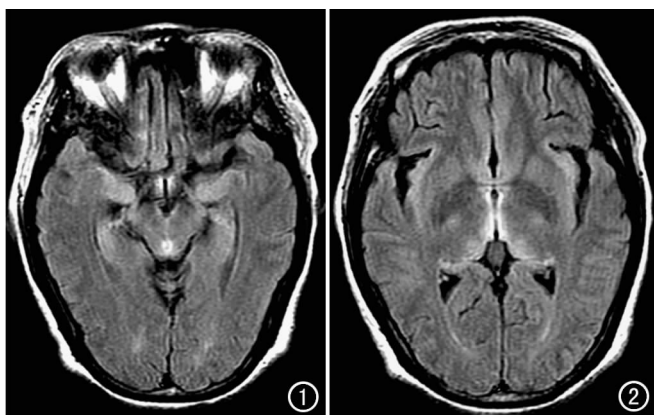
T₂ FLAIR 示中脑被盖、中脑导水管周围长 T₂ 信号。
